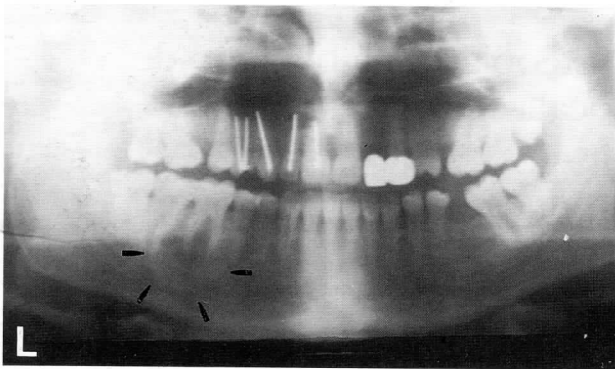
Ortopantomografía mostrando una imagen radiolúcida a nivel del maxilar superior que afecta a los ápices de las piezas 11, 12, 13 y 14. Imagen de densidad heterogénea, bien delimitada por una capa esclerótica, a nivel de la pieza 46.
